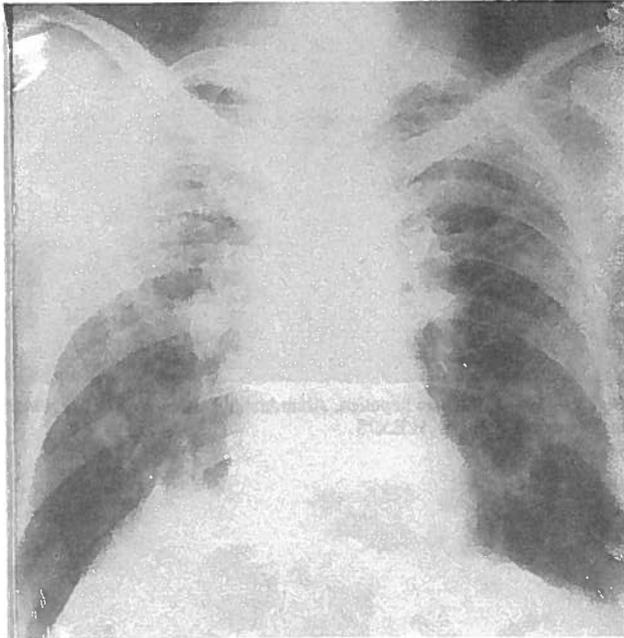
Caso 4. Radiografia do tórax. Engorgitamento hilar. Micronodulações bilaterais.
